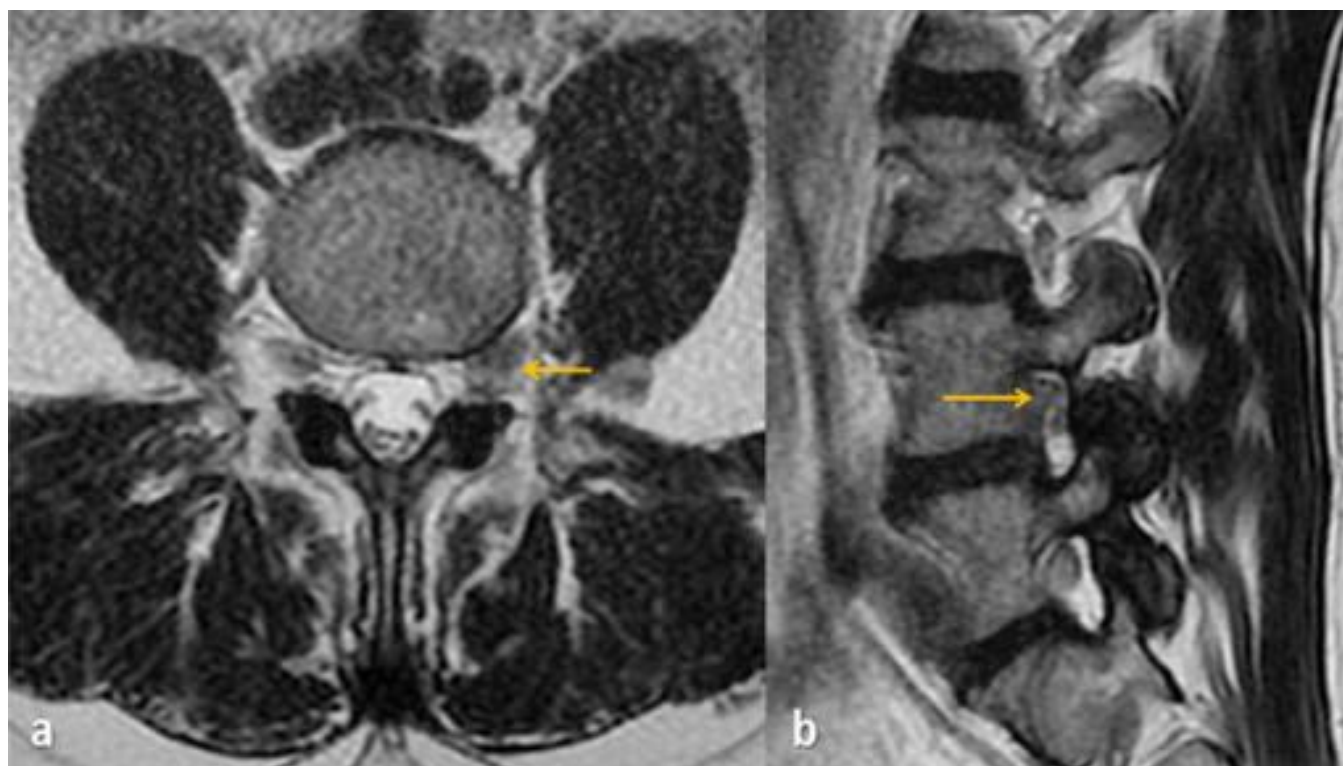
Hernia discal foraminal izquierda (flechas) en RM axial T2 (a) y sagital T2 (b) en un paciente con cialgia muy invalidante. La lesión fue detectada en la segunda lectura (error de percepción).
